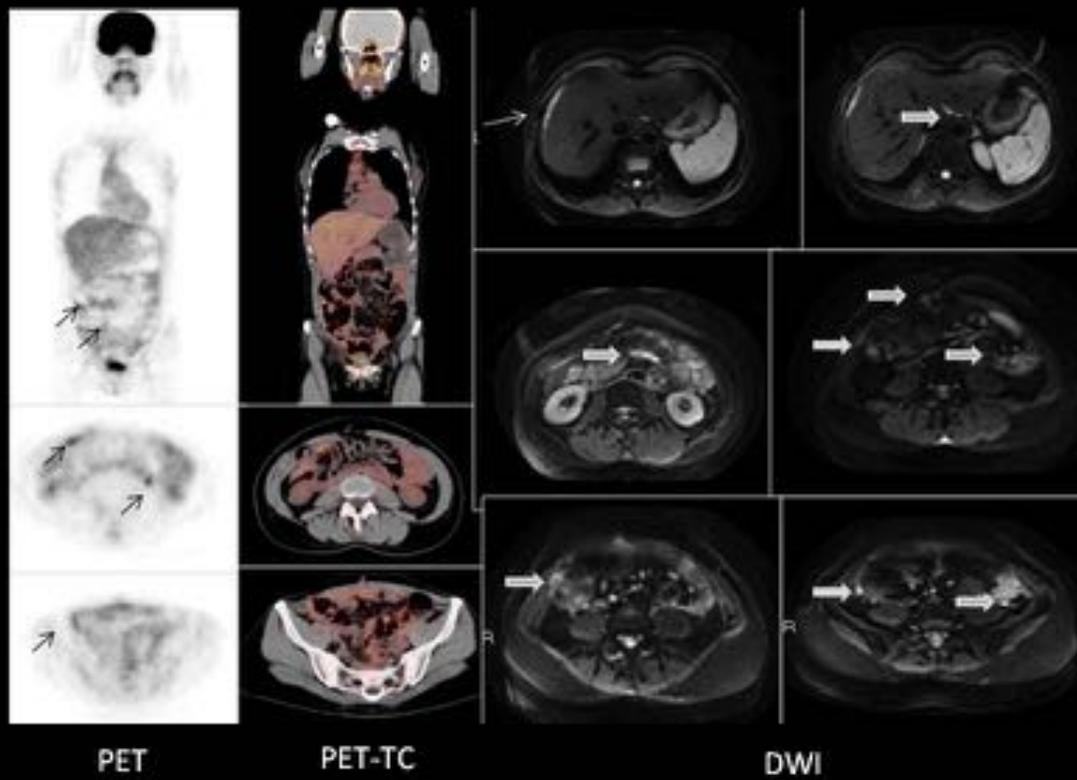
SEGUIMIENTO Adenocarcinoma de ovario con cirugía citorrreductora óptima hace 2 años con elevación de marcadores y recidiva. Comparación PET-TC y DWI: el PET muestra captaciones compatibles con implantes inespecíficos en el área lateroconal derecha. La DWI muestra de forma más precisa múltiples implantes en placa perihepáticos, mesentéricos, en la superficie serosa intestinal y en el área lateroconal derecha (flechas)
